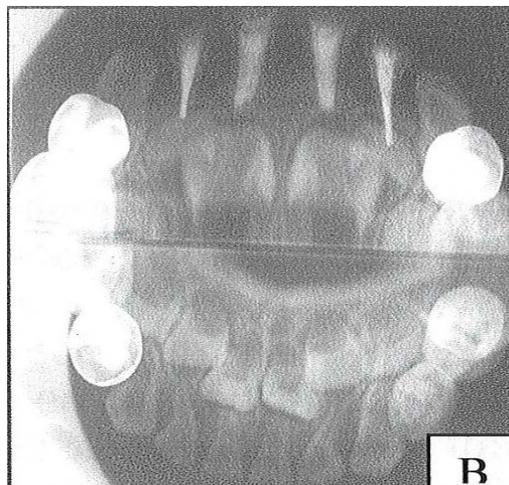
Radiografía final con los tratamientos terminados.⁴⁵
